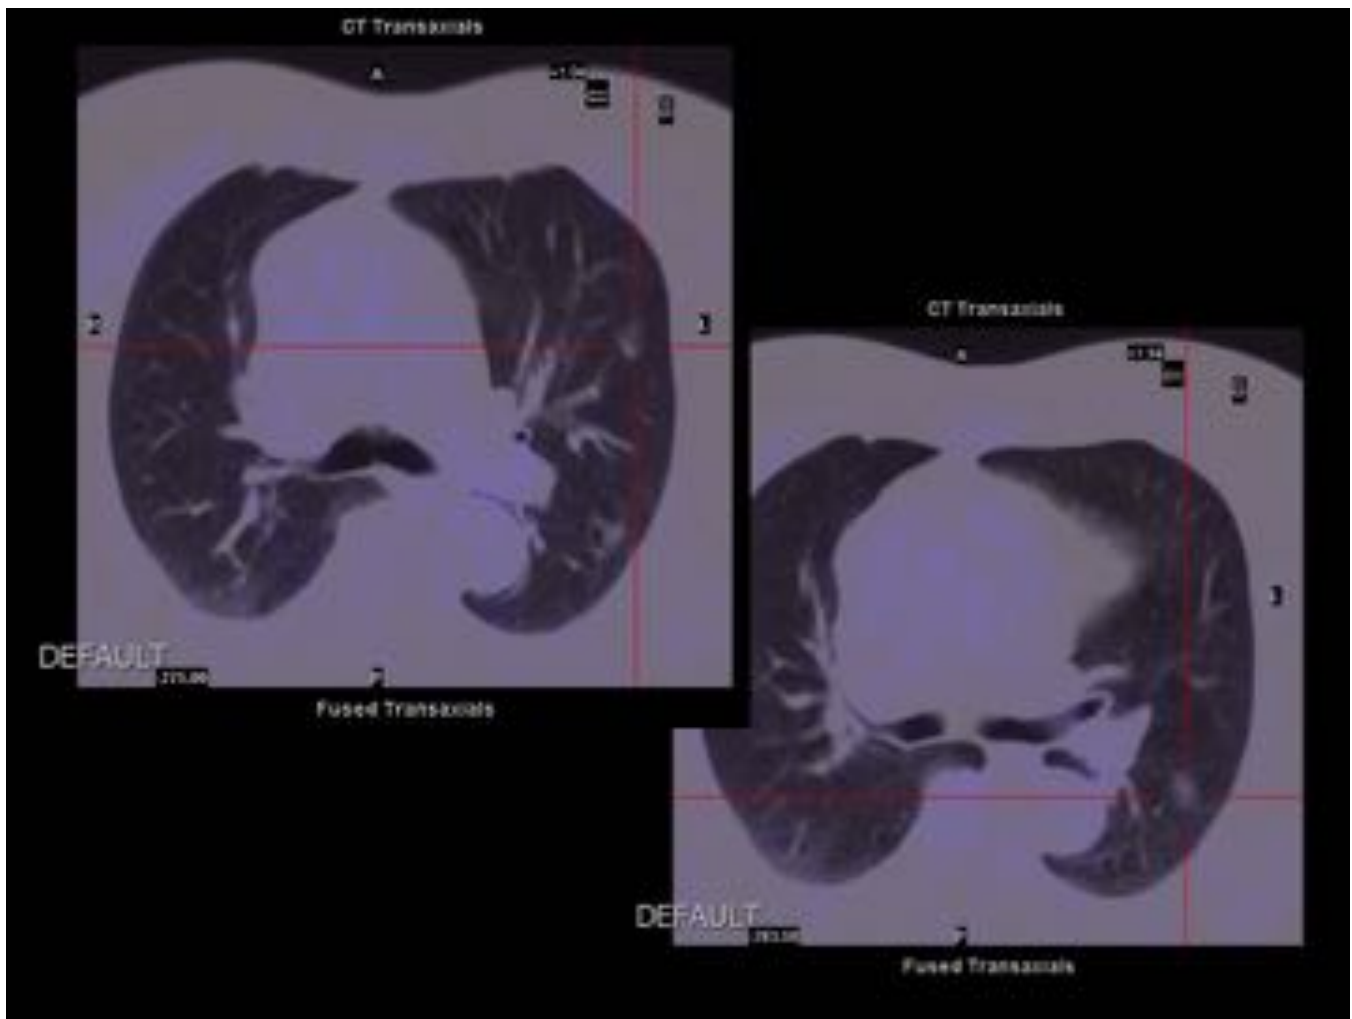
Imágenes de PET-TC del mismo paciente que en la figura anterior muestran que las lesiones no presentaban captación.
